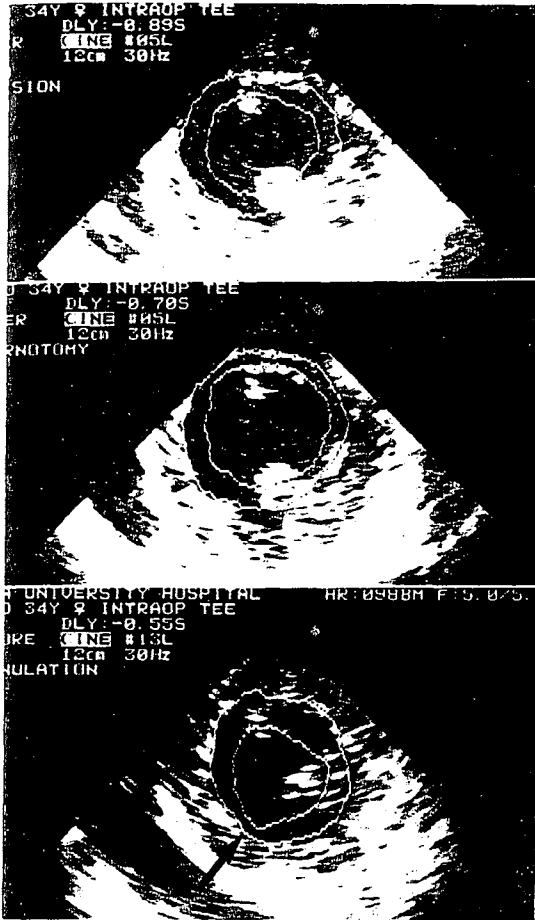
症例NSの体外循環前の心臓超音波断層像の変化
